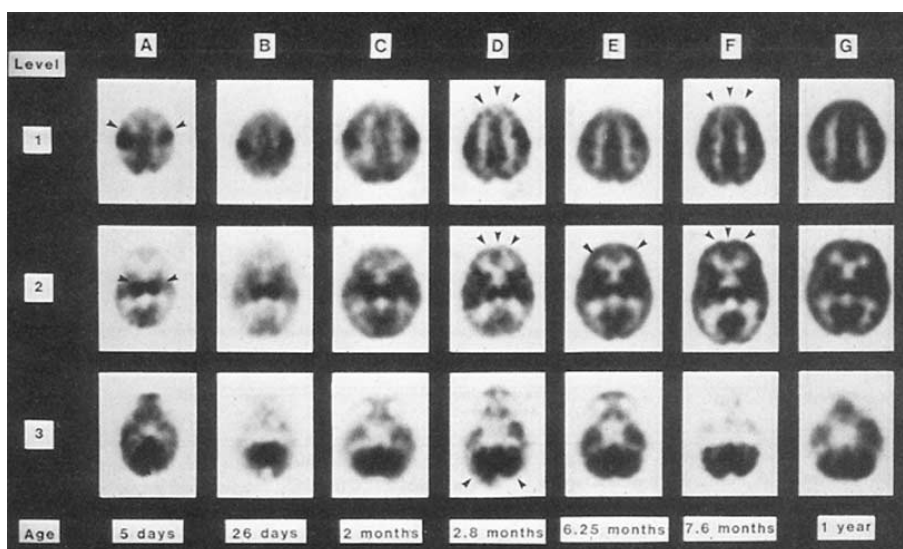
Maturation cérébrale régionale appréciée par la mesure du métabolisme du glucose : coupes horizontales de cerveau obtenues en tomographie à positons (d'après Chugani et coll., 1987a)
